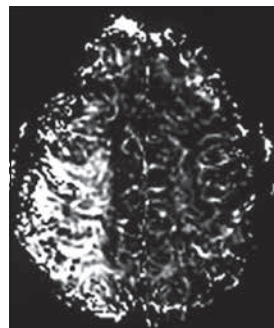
RMN perfusione.
